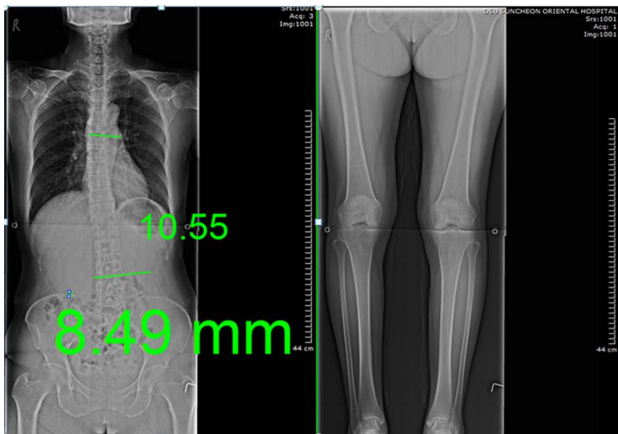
Change of radiograph at before treatment(Case 3).
